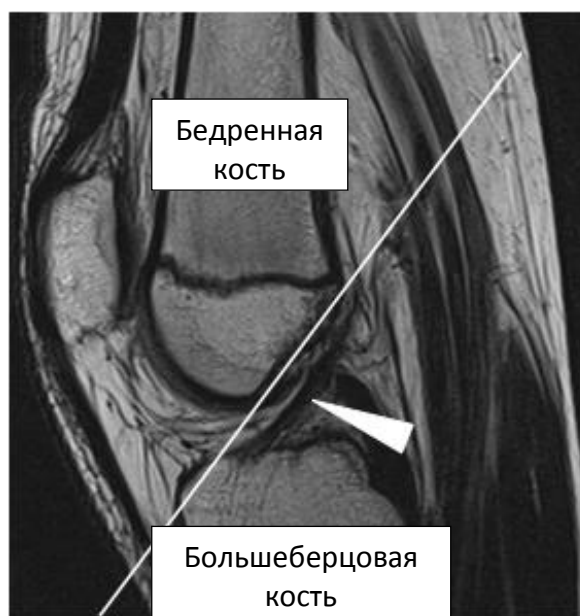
МР-томограмма коленного сустава в режиме PD SSE в сагиттальной плоскости у здорового пациента 19 лет. Белым указана линия Blumensaat и нормальная передняя крестообразная связка (белая стрелка).
